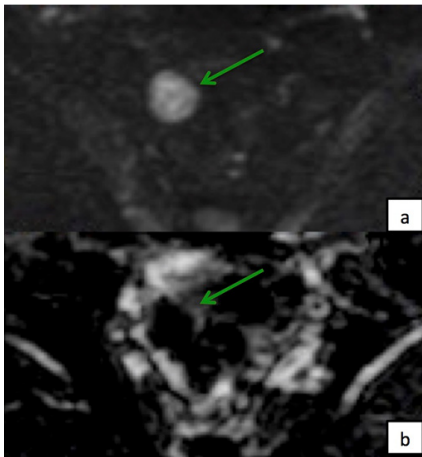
Imagens de RM com estudo de difusão com b 1000 s/mm² (a) e mapa ADC (b) no plano axial, onde se identifica uma estrutura com intensa restrição à difusão, compatível com o testículo direito (setas verdes).
